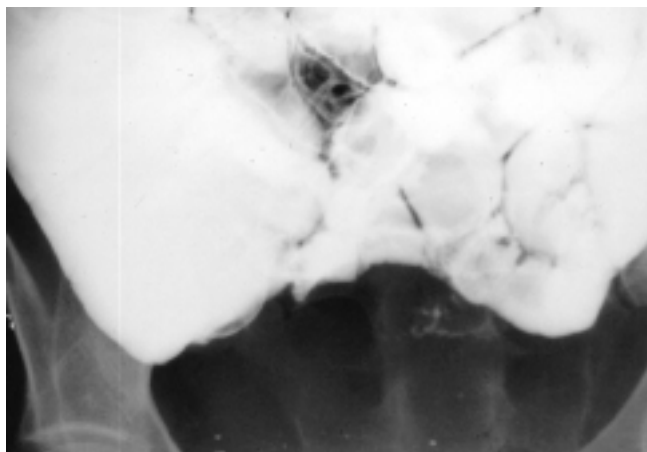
Volumineuse masse pseudo-liquidienne léiomyosarcomateuse suspectée à partir de l'échographie (A), du scanner (B) et de l'IRM (C). Le transit du grêle révèle une ébauche de diverticule en regard de la masse (D).
